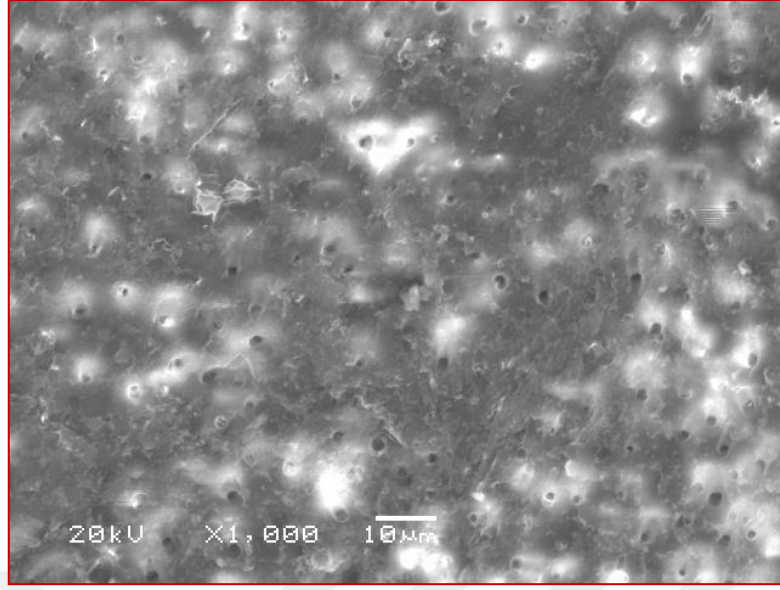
Son irrigasyonda %17'lik EDTA solüsyonunun Pasif Ultrasonik Aktivasyon tekniği ile kullanılması sonucu kök kanal dentinin orta üçte birlik bölgesine ait SEM görüntüsü (x1000 büyütme)
